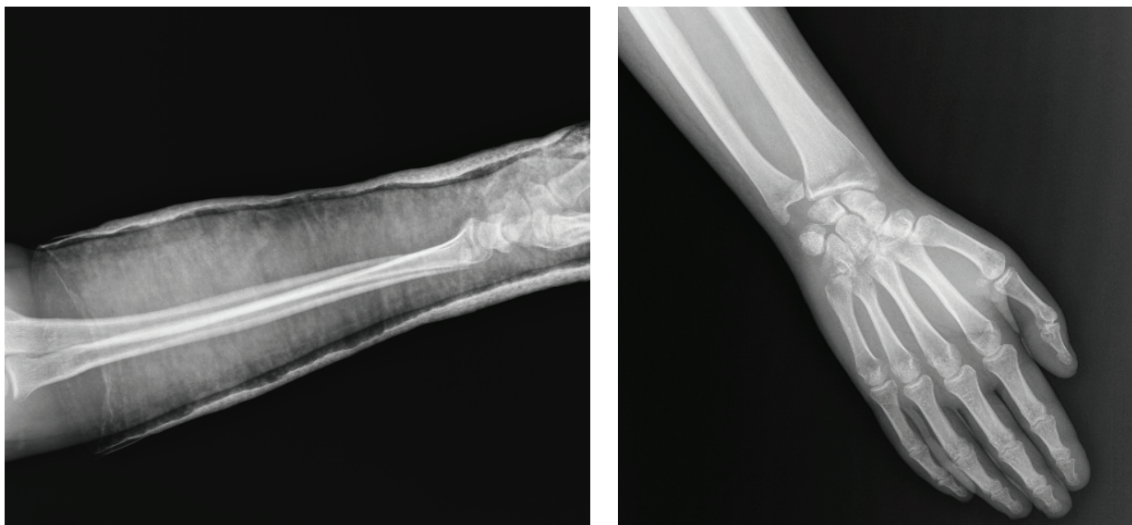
Radiographs of the radius (3rd week after trauma on the left, 6th week on the right)
